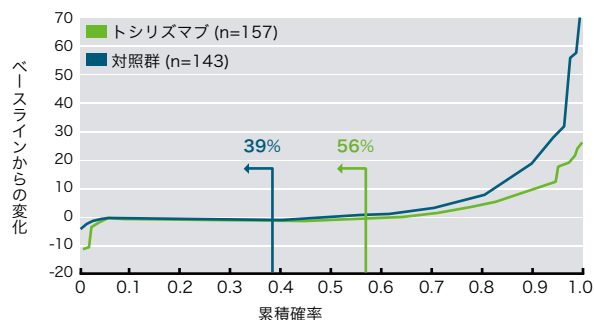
図 52週時のX線画像変化 (TSS分布) の比較
